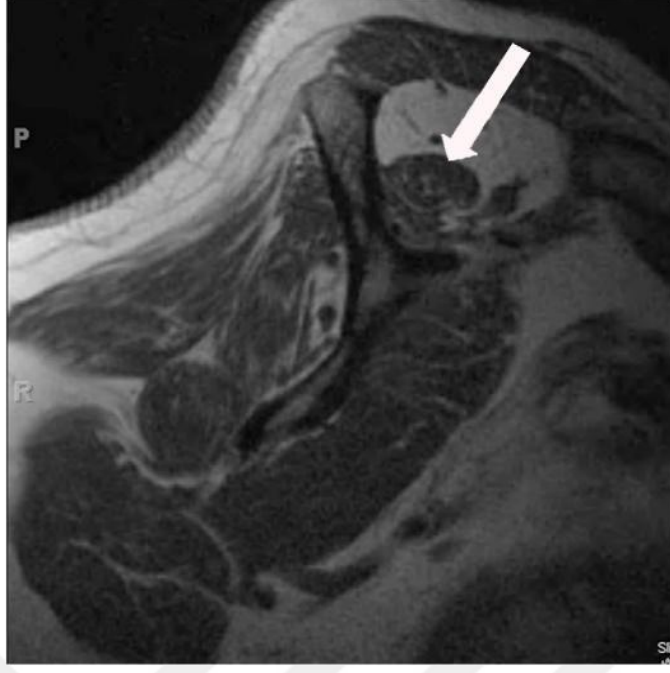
T2 ağırlıklı MRG sekansında supraspinatusun evre II retrakte yırtığı (85)
